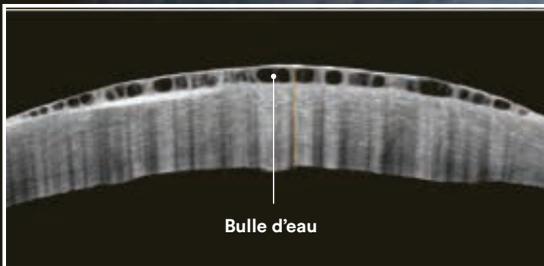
OCT (Tomographie à Cohérence Optique) montrant l'œdème de la cornée provoqué par la dystrophie de Fuchs.
